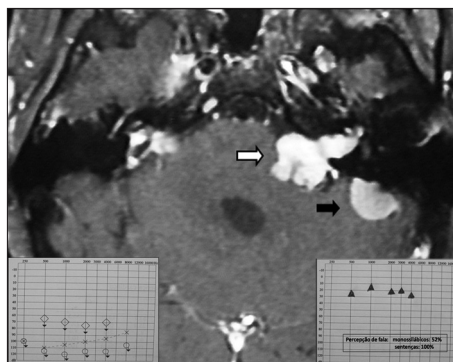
Ressonância magnética (T1 com contraste) revelando schwannoma vestibular à esquerda (seta branca), associado à meningioma da face medial do osso petroso esquerdo (seta preta). Nota-se também resíduos de manipulação na região do ângulo ponto-cerebelar direito. No detalhe inferior esquerdo, audiometria pré-operatória. No detalhe inferior à direita, avaliação audiológica após 6ms de implante coclear.
